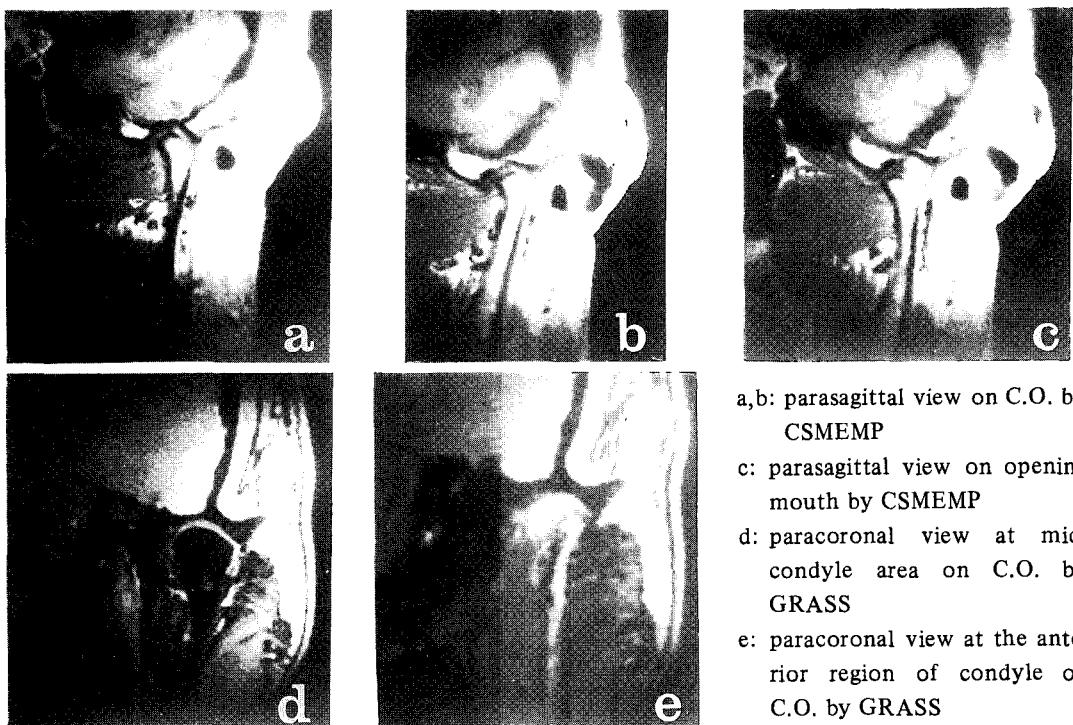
Magnetic Resonance Images in normal.
